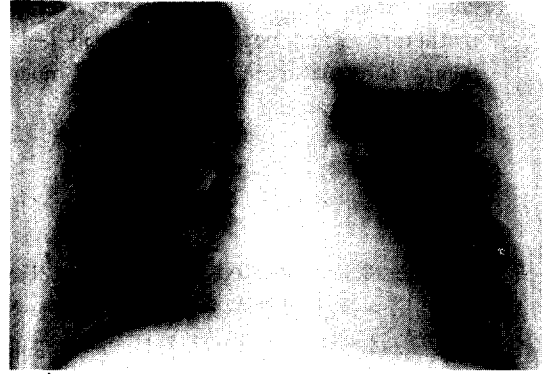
After chemotherapy, the simple chest radiography shows that the mas was decreased by 4.5×4.5 cm.
